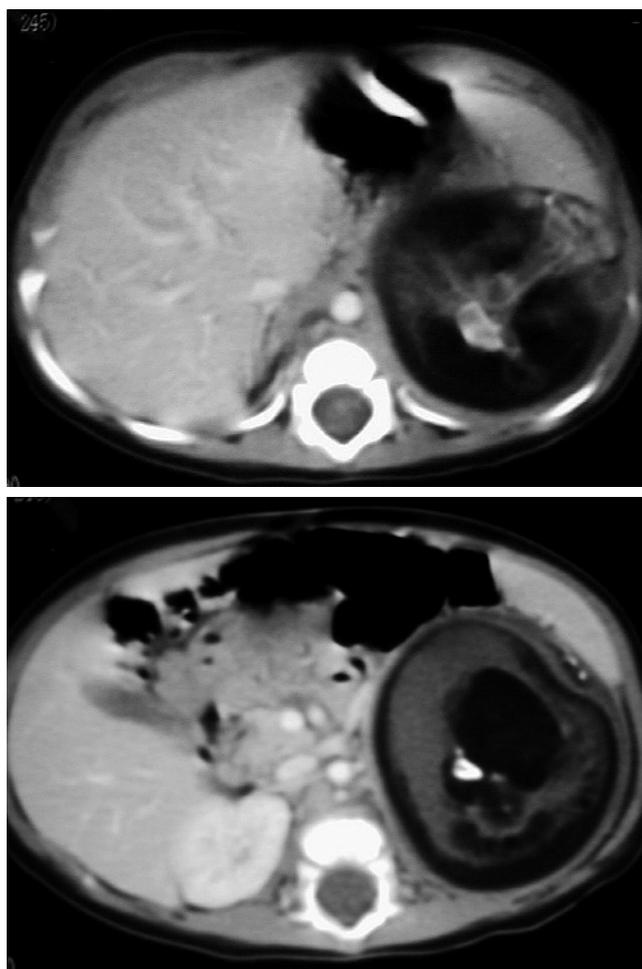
TAC. Se observa la heterogenicidad de la lesión y la presencia de diferentes densidades radiológicas.
